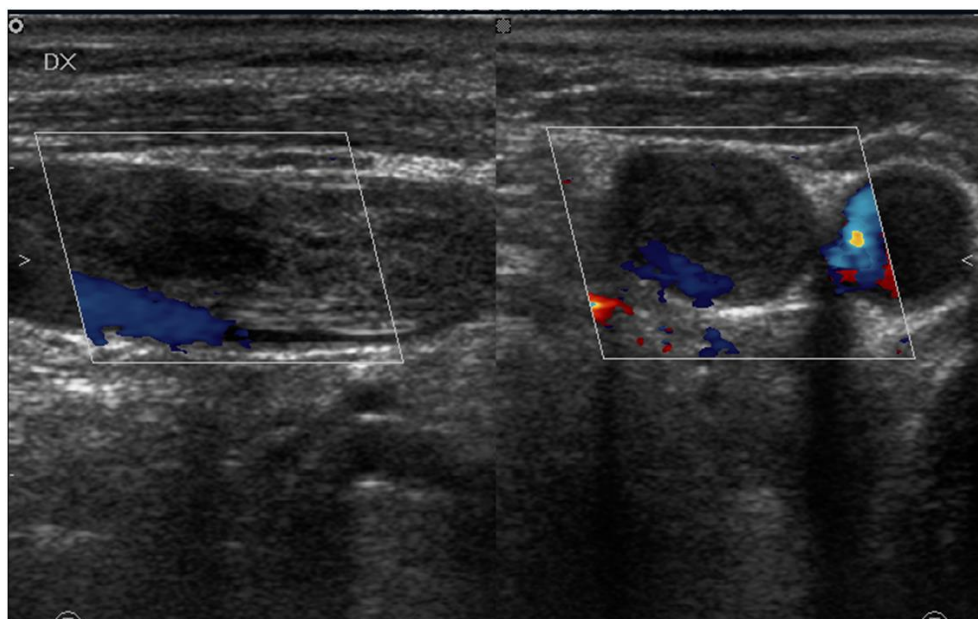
Scansioni ecografiche longitudinale e trasversale (destra) del collo che dimostrano trombosi pressoché completa della vena giugulare interna
